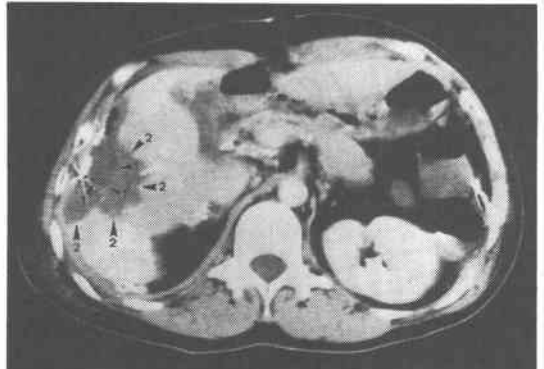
症例1の術後4週目のCT像。MTCの影響と考えられた弱いlow densityな部分は脱落して切除範囲の増大が認められる。
